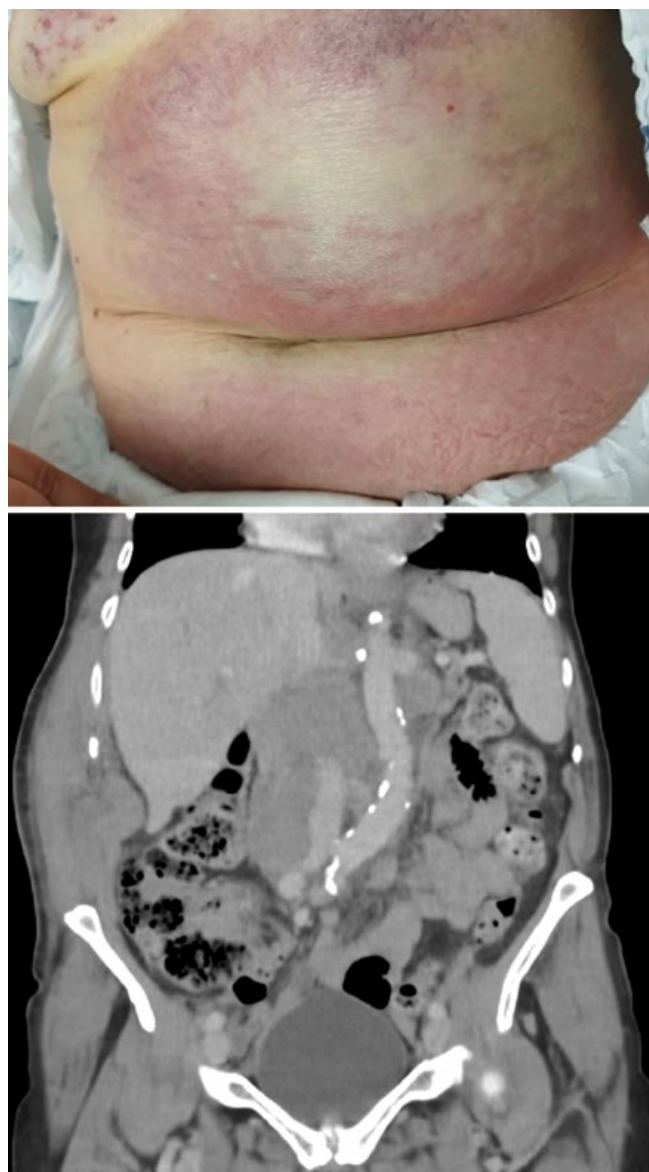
Massa abdominal volumosa com infiltração cutânea e coloração eritemato-violácea (imagem clínica). Tomografia computadorizada abdominal em corte coronal evidenciando extensa massa retroperitoneal com infiltração da parede abdominal, compatível com o envolvimento linfomatoso.
